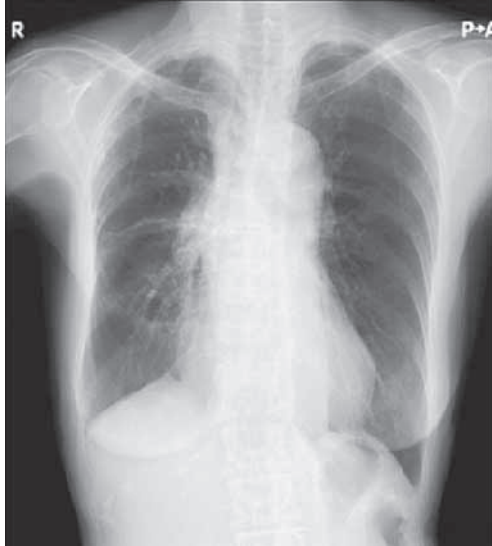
Chest radiography in August 2014
